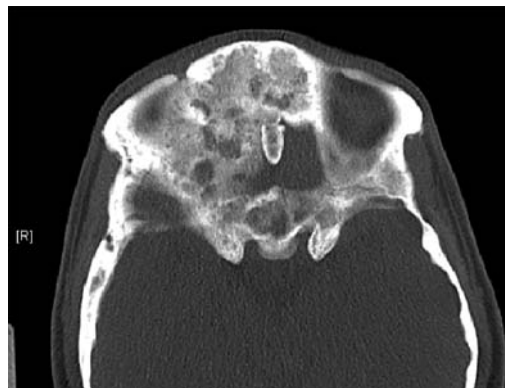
TAC a nivel frontal con fibrosis florida.
